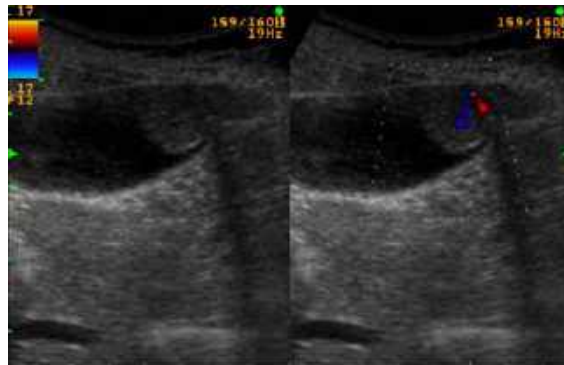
Imagen pediculada compatible con un tumor o metástasis en la ecografía. 2B. Imagen de la misma lesión en la tomografía computarizada.
